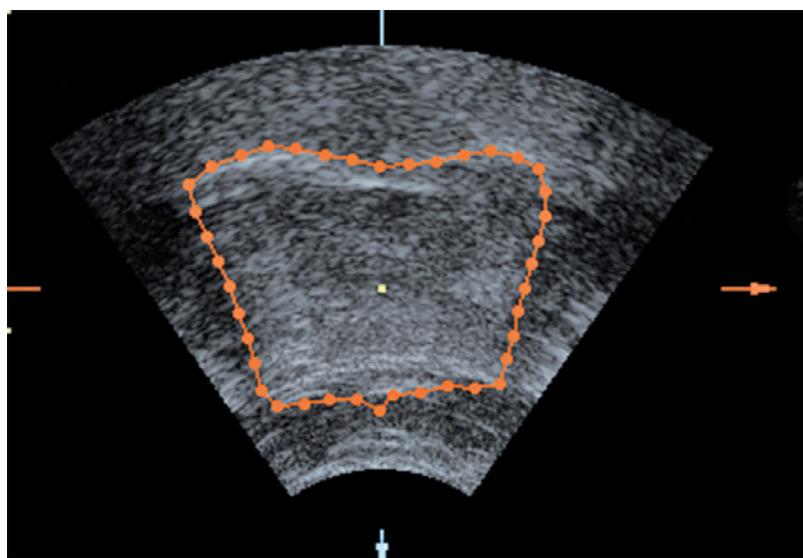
Delineated tongue on an ultrasound image of the same tongue as in Figure 2 on central coronal images.
